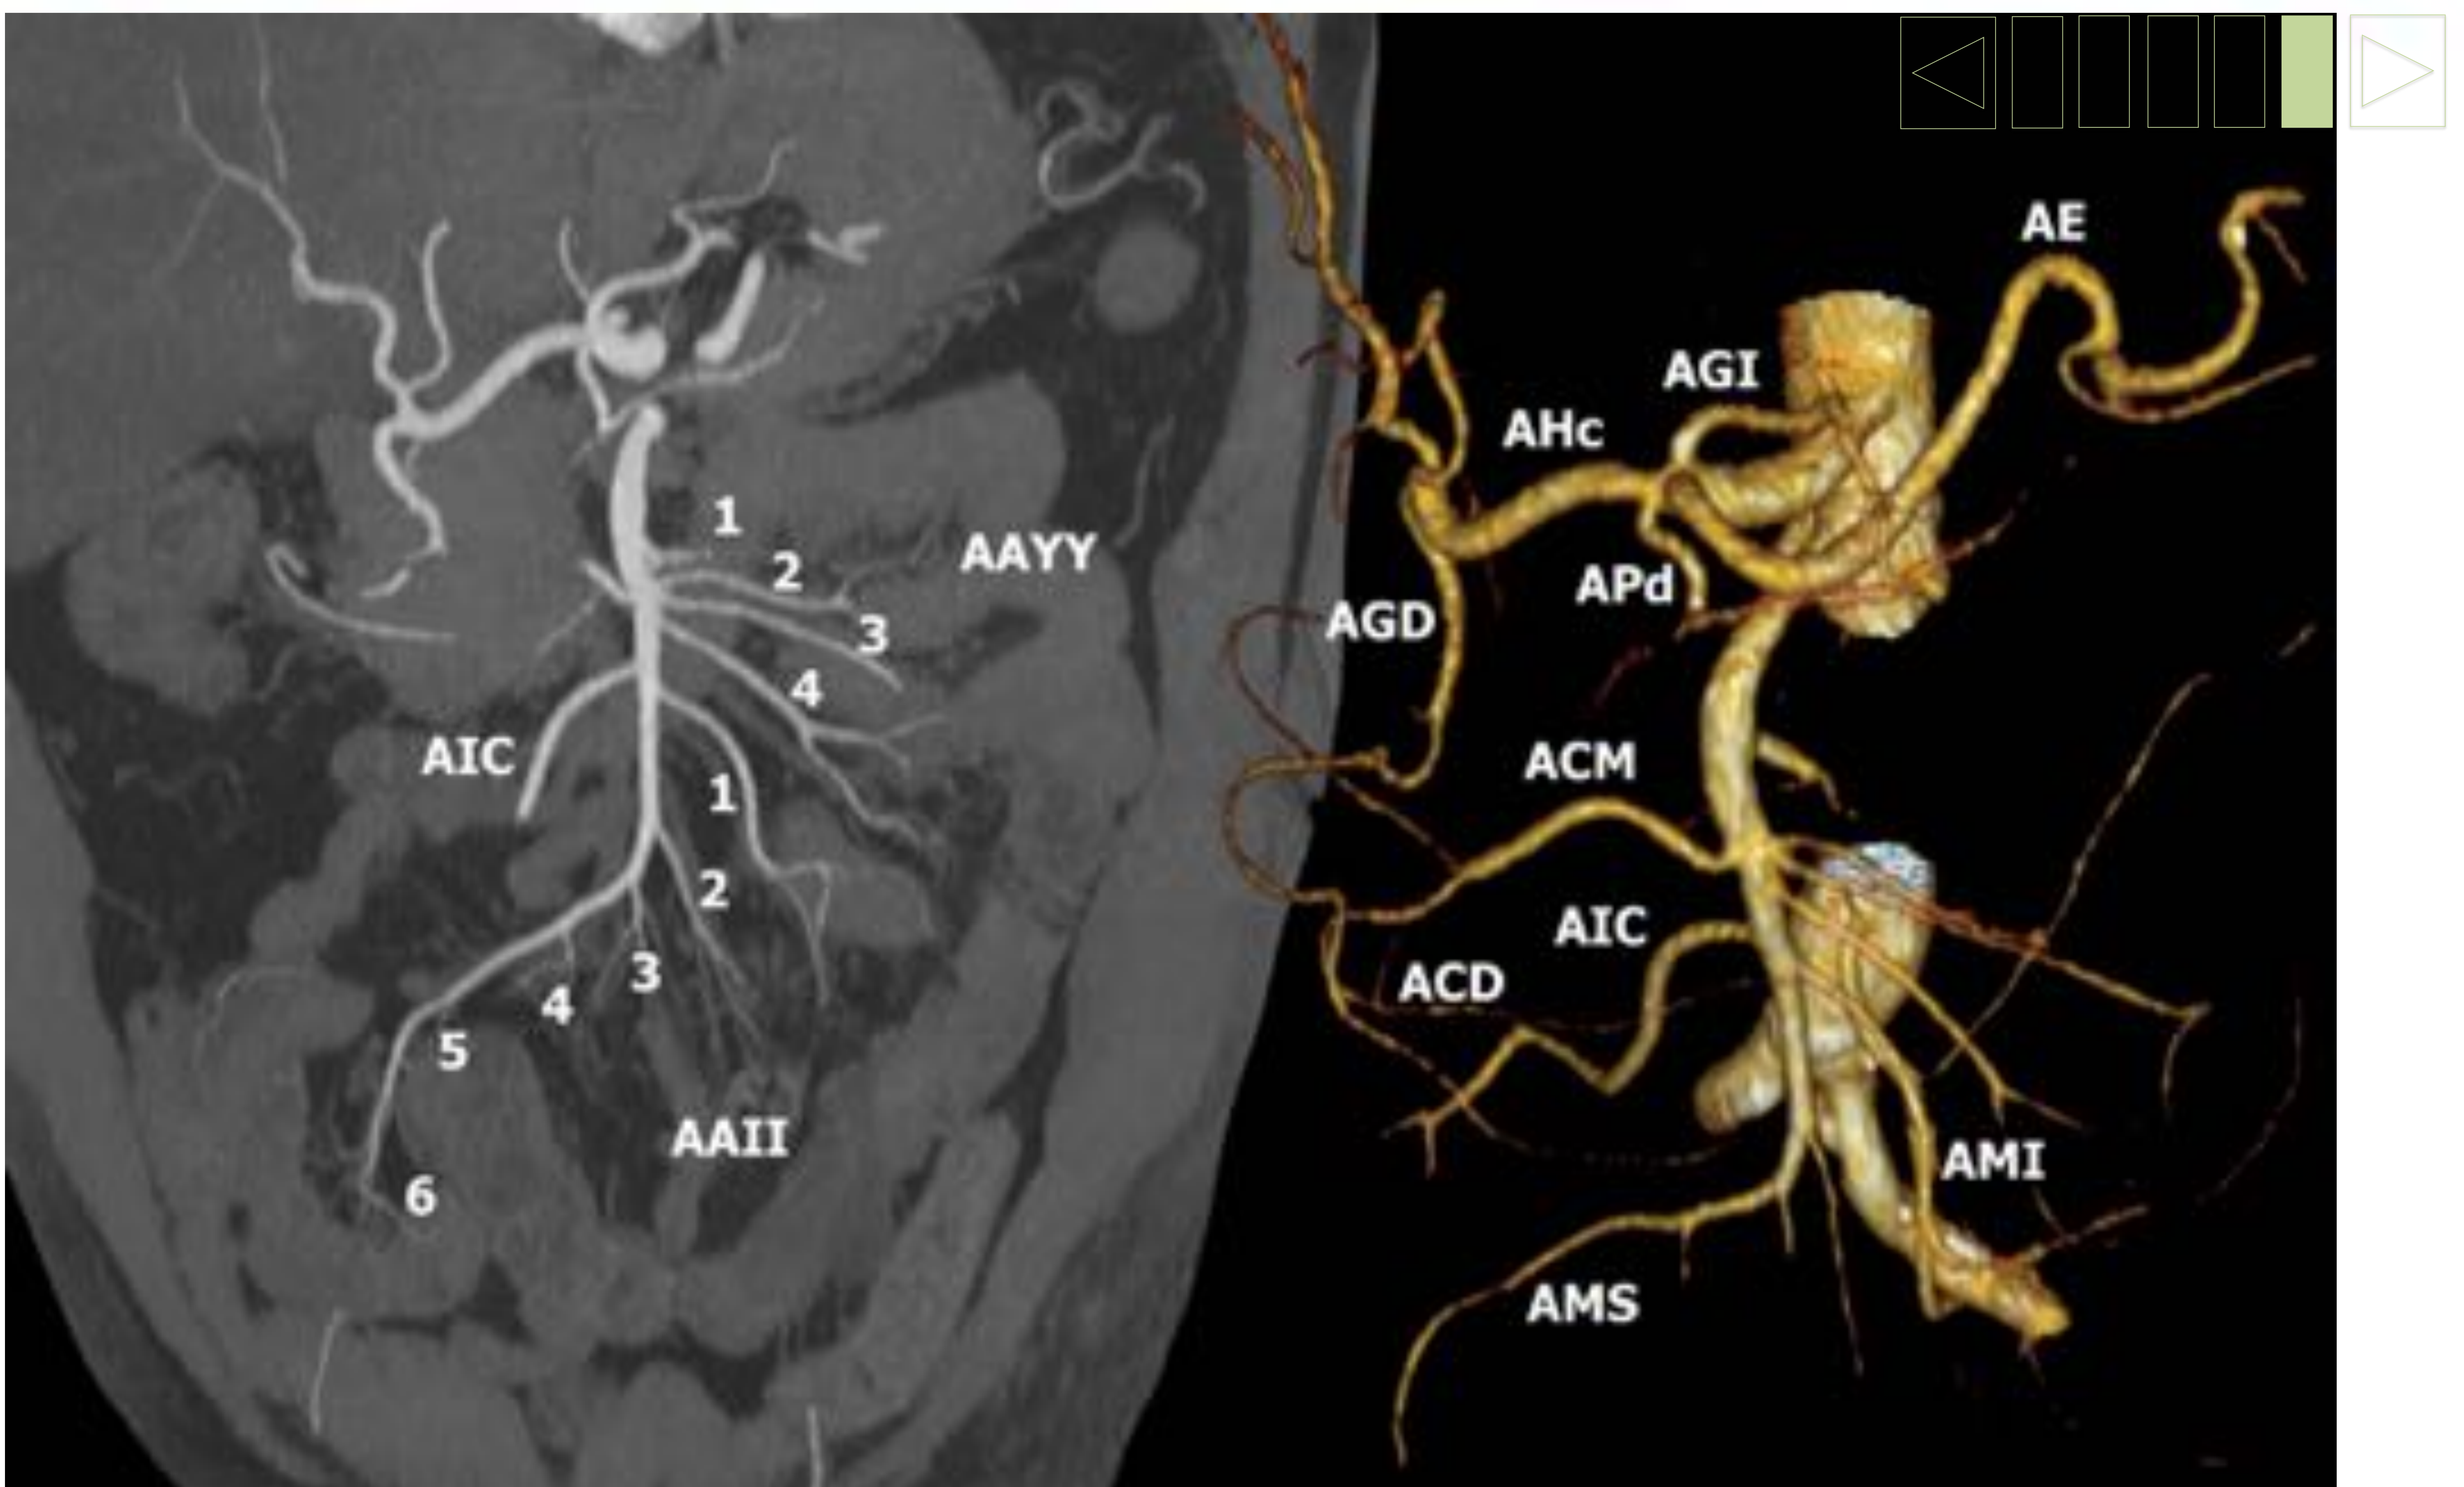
Anatomía de la AMS en imágenes MIP parcial y volumétrica. Las anastomosis entre las ramas de la AGD y ACM son el principal circuito colateral entre TC y AMS. La ACD es una rama ascendente de la AIC que contribuye a formar la arcada marginal derecha. El origen de la AIC se considera como el punto de transición entre las arterias yeyunales (AAYY) e ileales (AAIL). <<<
